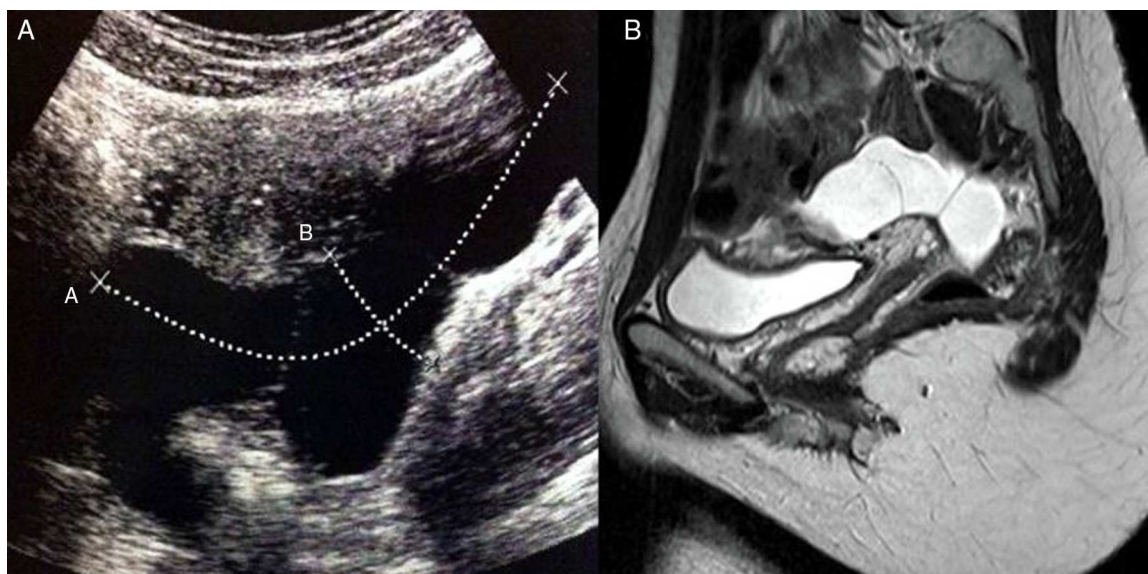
Quiste mesentérico. A) Ultrasonido pélvico en el que se observa tumoración quística tubular en el anexo izquierdo. B) Resonancia magnética que muestra tumoración quística multiloculada sobre el fondo de saco de Douglas.
